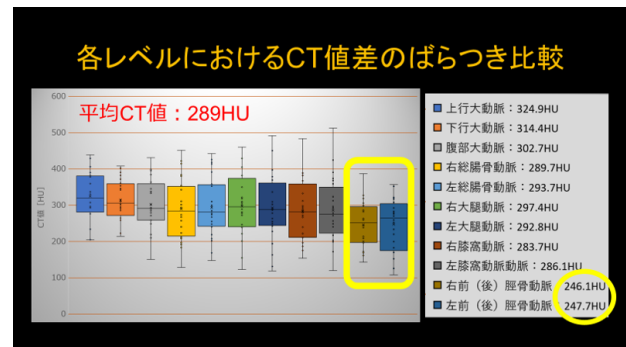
各LevelにおけるCT値差のばらつき比較
